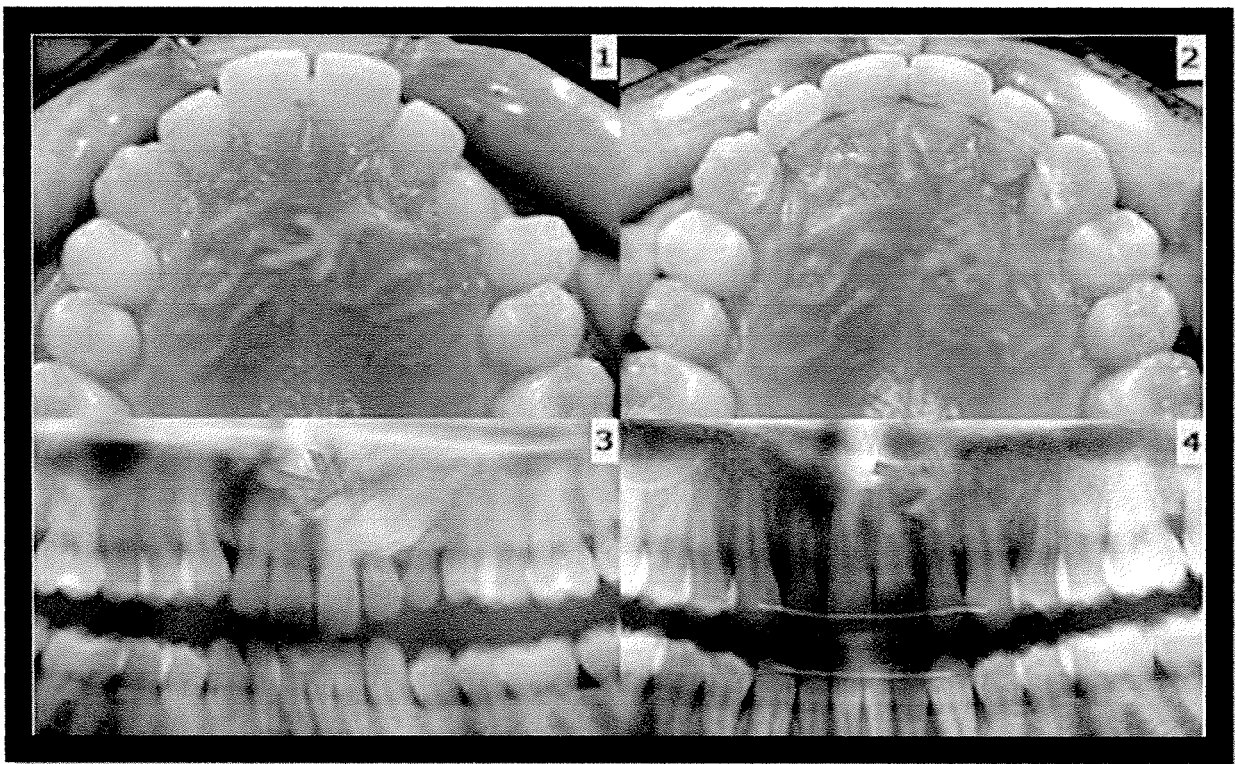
Fotografía intrabucal de un canino superior izquierdo incluido, impactada en el paladar, el antes y después del tratamiento. 3,4. Radiografías panorámicas del antes y después del tratamiento. (22)
